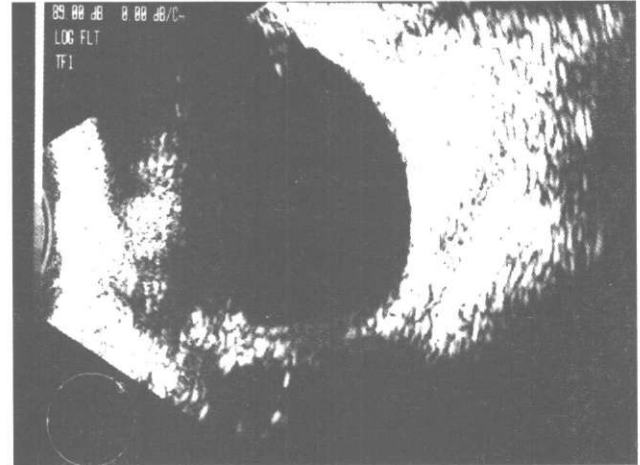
Yine ilk vakamıza ait sol göz ultrasonografisinde posterior vitreus dekolmanı ve vitreus hemorajisi varlığı gözlenmektedir.
